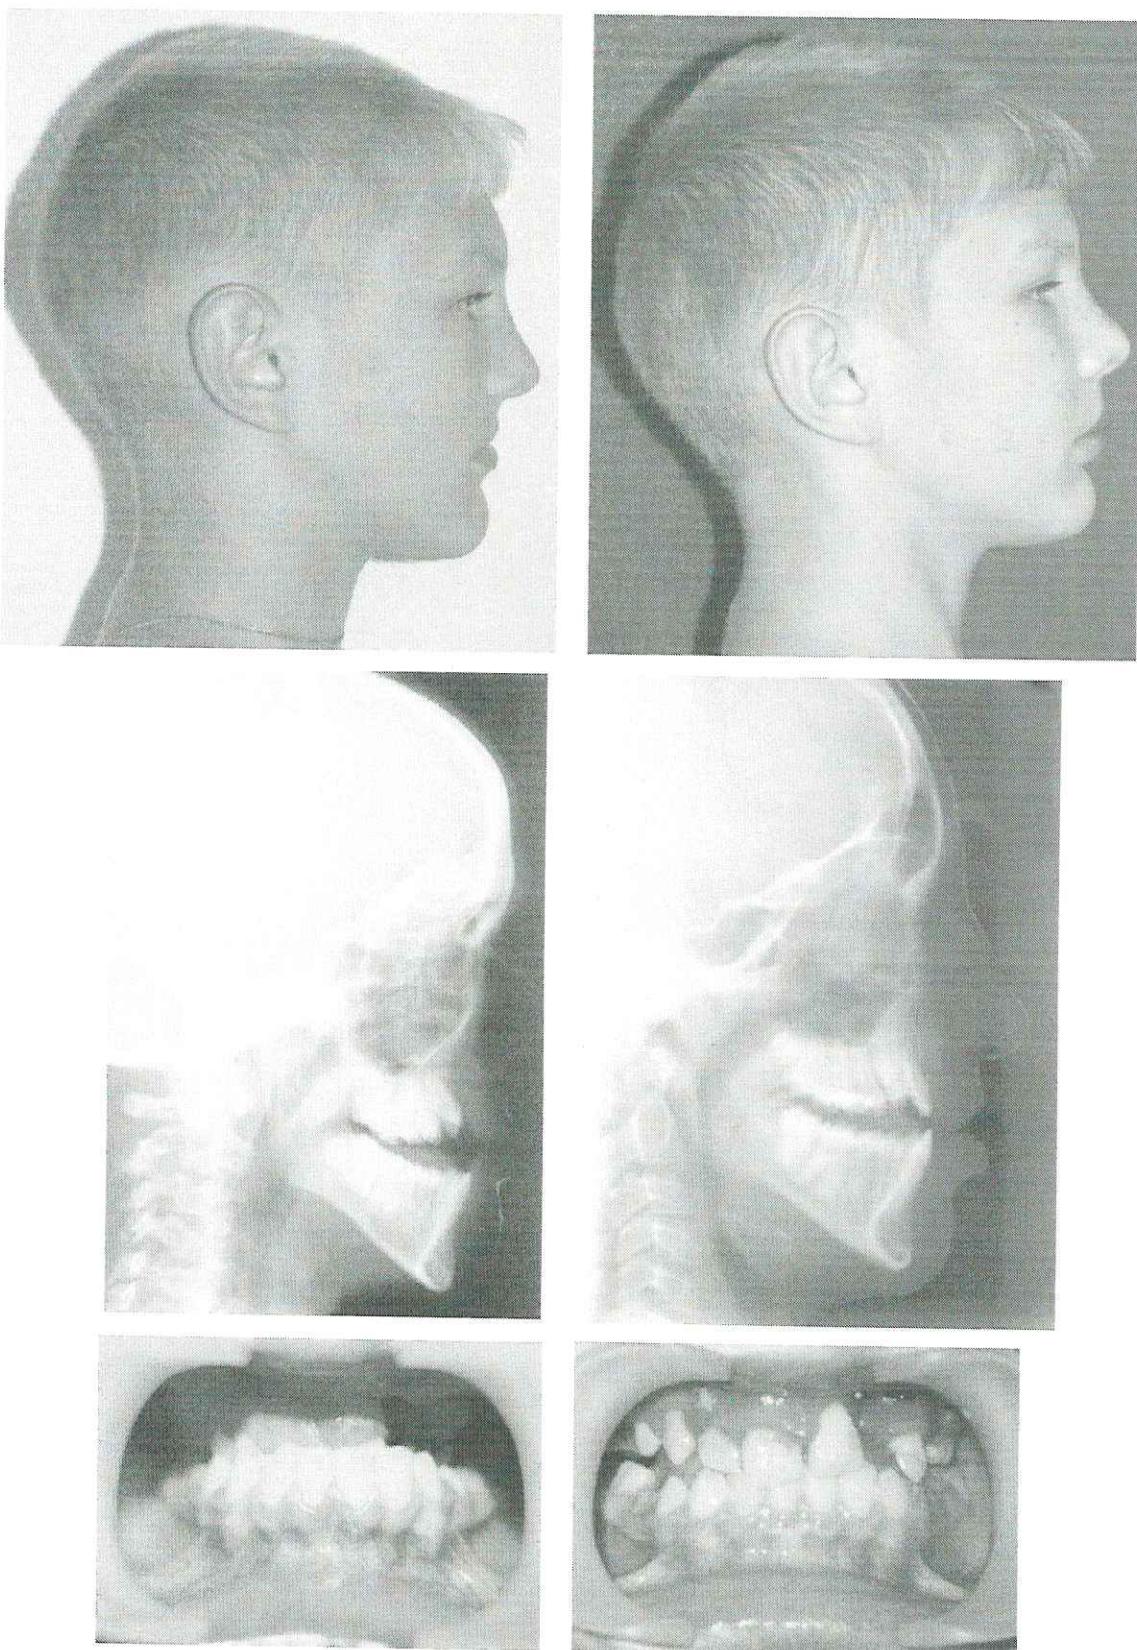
Ребенок 12 лет. Диагноз: рубцовая деформация верхней губы и носа после хейло-уранопластики, верхняя ретромикрогнатия. Ребенку выполнена остеотомия верхней челюсти по Le Fort I с последующей дистракцией на маске Дилейра. Фотографии, рентгеновские снимки и прикус до и после лечения.
